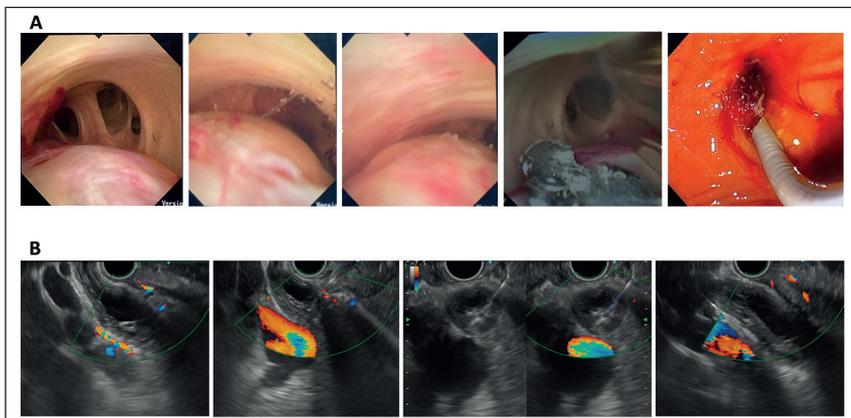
Femenino, 51 años. Ictericia obstructiva. RM: engrosamiento de las paredes del colédoco. A) Colangioscopia, toma de biopsia dirigida. B) EUS: engrosamiento de las paredes del colédoco. EUS con punción.
